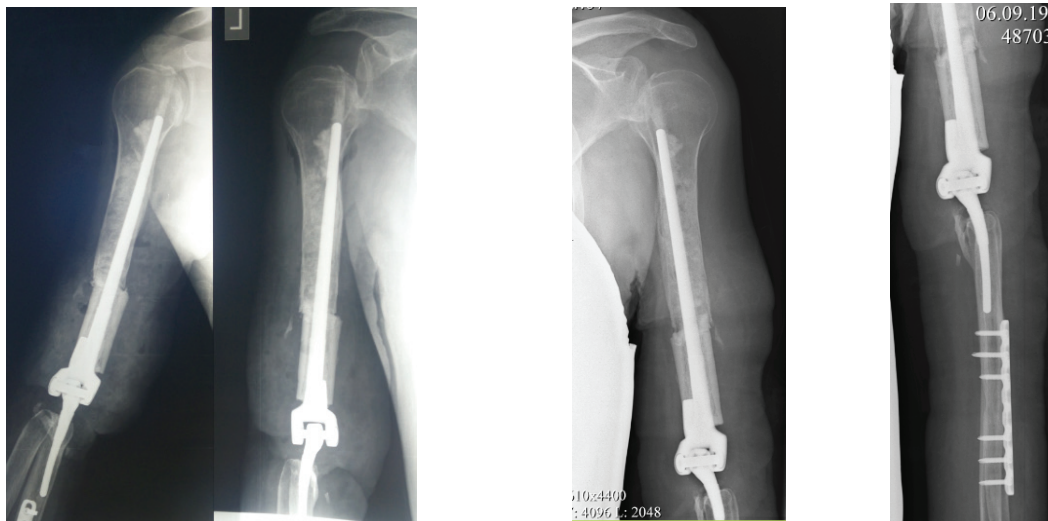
Рентгенограммы локтевого сустава после операции и по прошествии 12 месяцев. Сохраняется стабильная посадка компонентов эндопротеза
